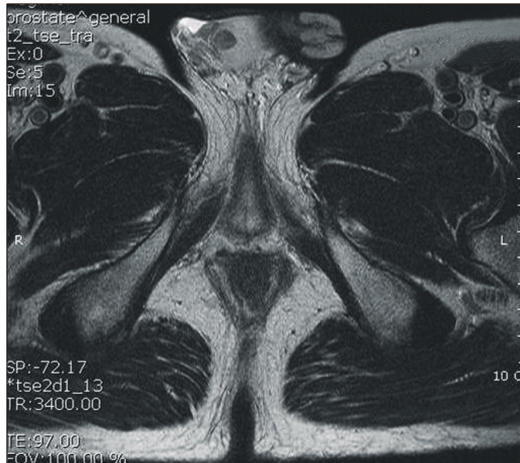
T2 weighted axial image of the pelvic magnetic resonance imaging (MRI) shows a 1x1cm sized mass with low signal intensity, which is well margined and has no infiltration beyond the tunica albuginea.
